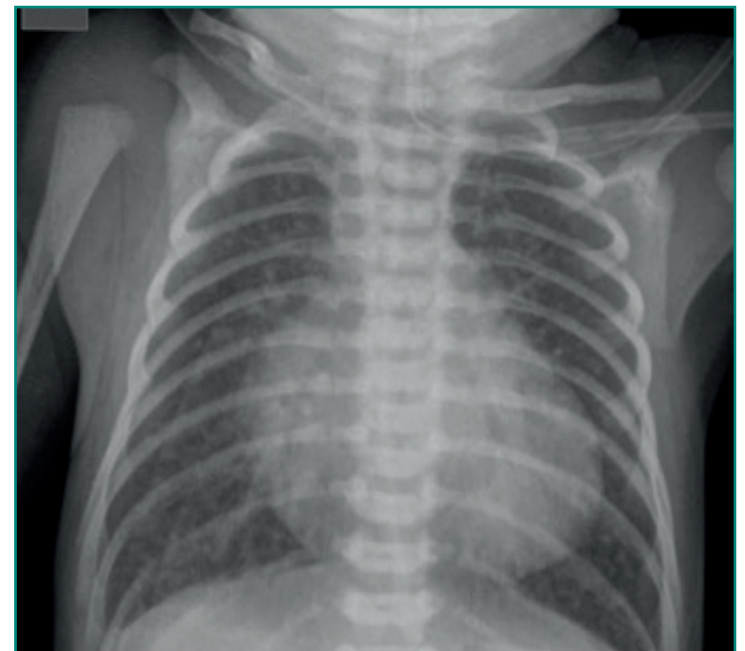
Radiografía de una D-transposición de grandes arterias con el característico mediastino estrecho (imagen de "huevo").
